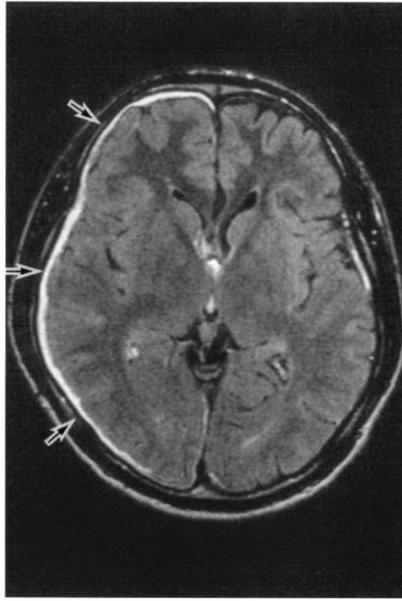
Case 4 : "Acute subdural hematoma (arrow)", MRI(T2).
